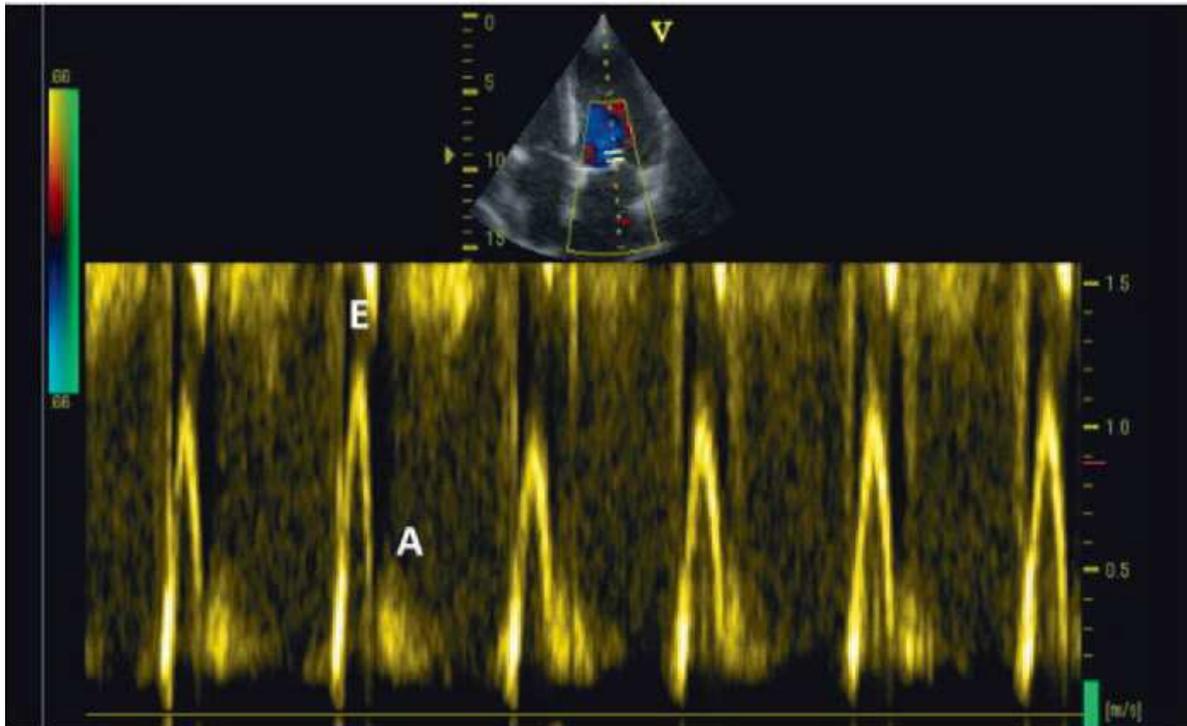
Achados restritivos típicos no ecocardiograma com Doppler, incluindo aumento do ratio E/A (2,1), diminuição do tempo de desaceleração - E (90 ms) e diminuição do tempo de relaxamento isovolumétrico (40 ms). A, enchimento diastólico tardio; E, enchimento diastólico precoce. [Adaptado de Mongensen *et al.* (2009)]
